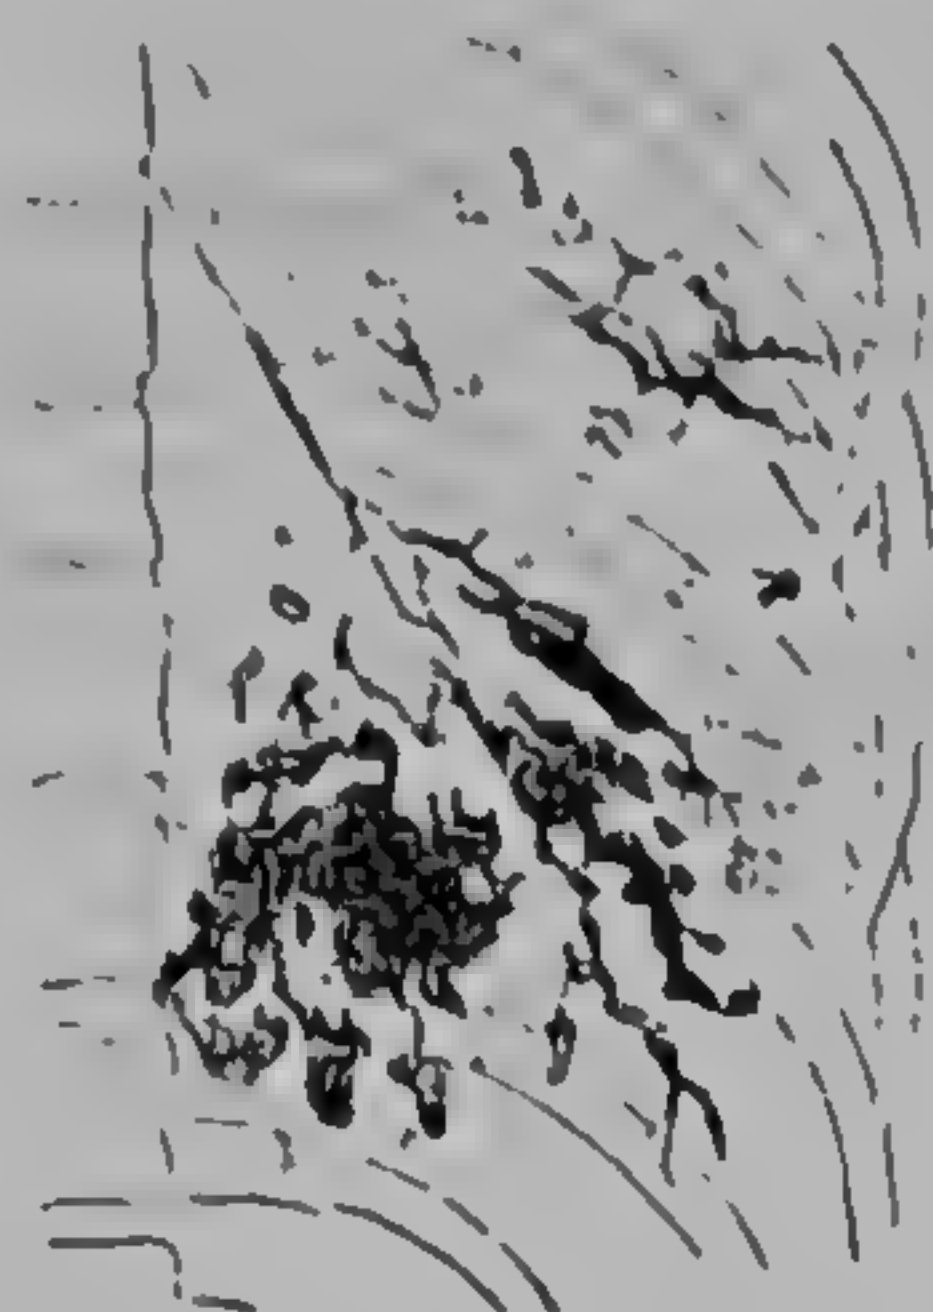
Bronșiectazie congenitală a lobului inferior stâng; sindactilie concomitentă (radiografie dr. A. Iacob).
